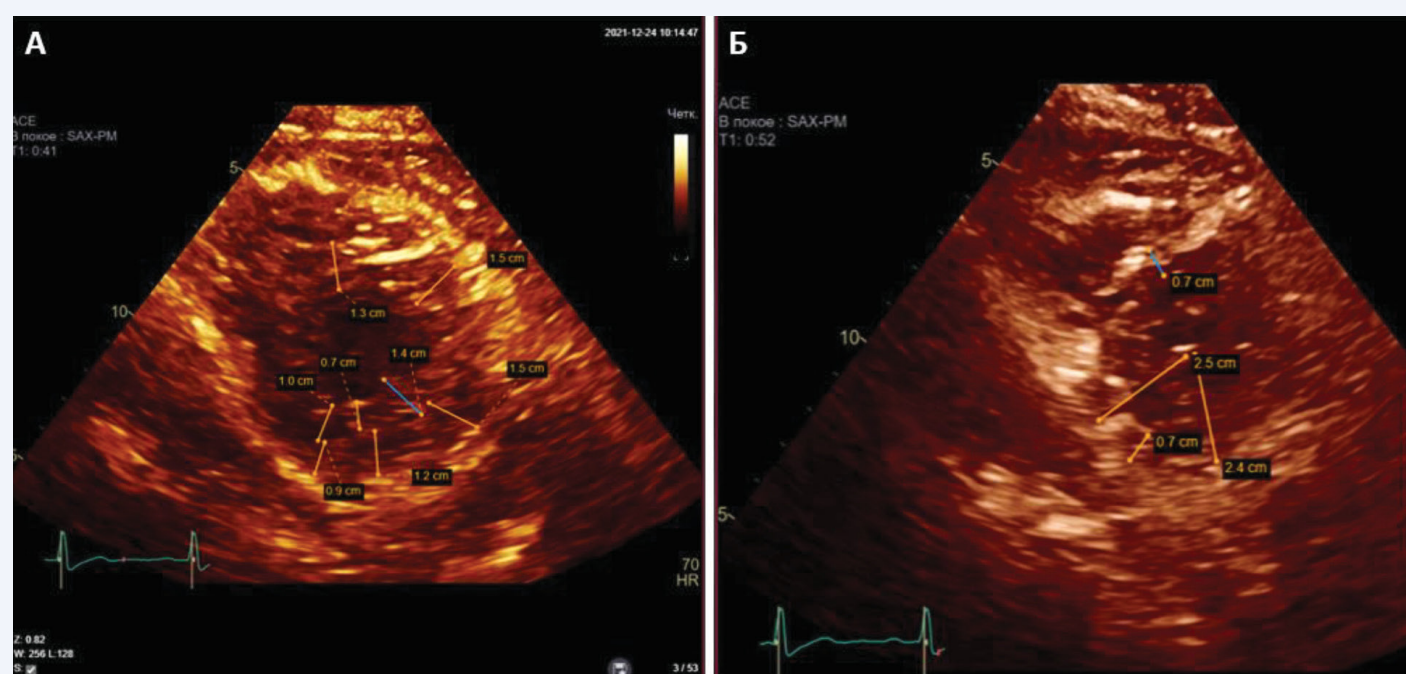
Данные эхокардиографии из парастерального доступа по короткой оси в конечно-диастолическом (А) и конечно-систолическом (Б) кадрах на фоне регресса клинических проявлений сердечной недостаточности (24.12.2021 г.)
